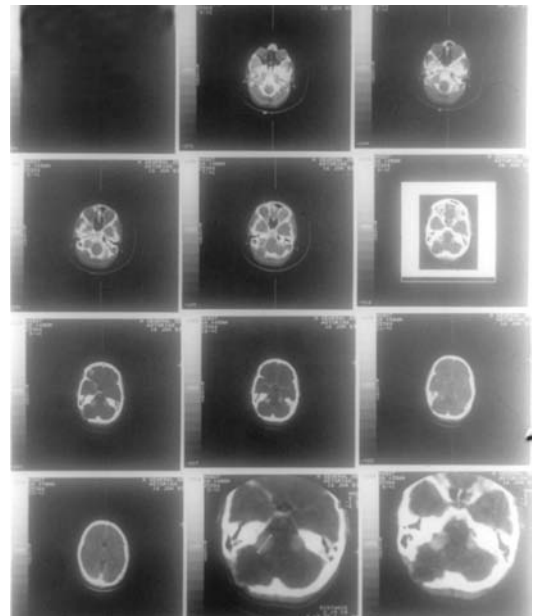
TC: neurinoma bilateral en un paciente afectado de una neurofibromatosis tipo 1.
